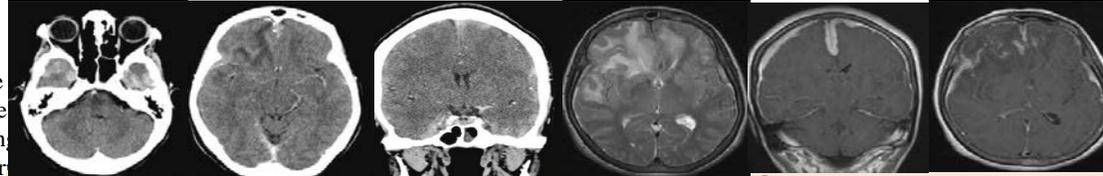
TDM(+),IRM/axialeT2, axiale et coronaleT1 injectée.: TUBERCULOSE
